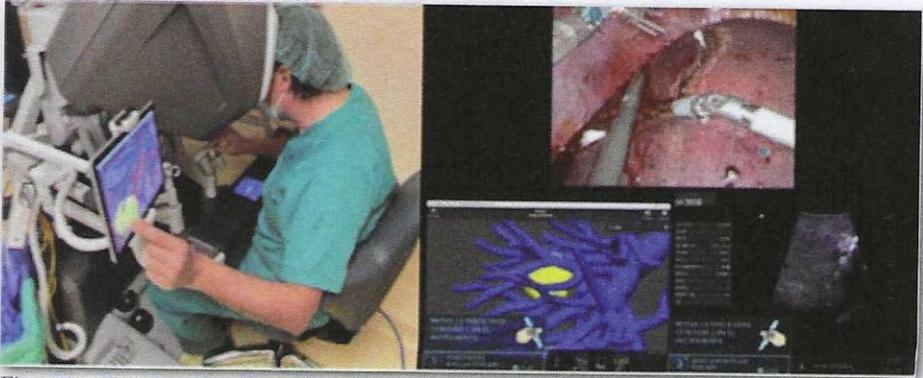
Podemos ver el acoplamiento de la tablet con el programa de planificación 3D para un control directo desde la consola del cirujano y la pantalla robótica compartida para la visualización simultánea del modelo 3D, la ecografía introperatoria y el campo quirúrgico. Br. J. Surg, 2022
